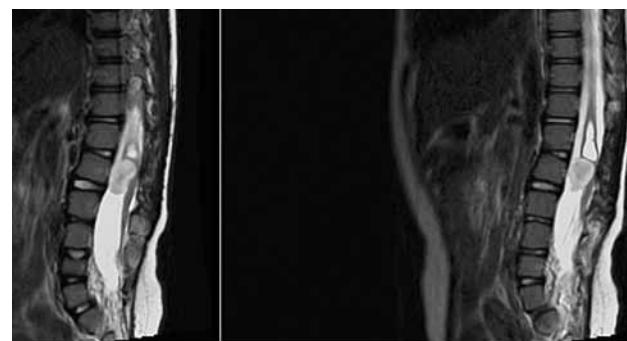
МРТ в сагиттальной проекции. В проекции конуса спинного мозга визуализируется интрамедуллярное полостное образование с перегородками, ниже которого виден крупный гнойник
